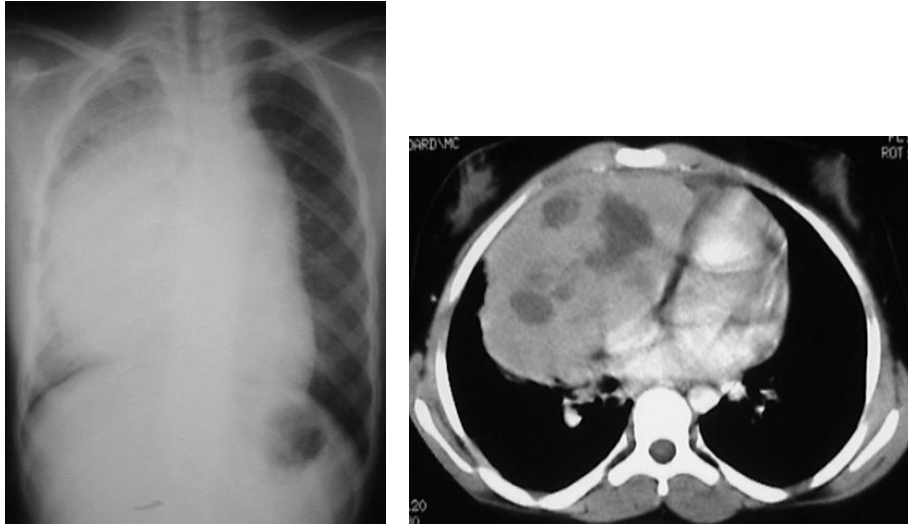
et 20 montrant une masse médiastinale, nécrosée sur la TDM et siégeant au niveau du médiastin antérieur et moyen.
